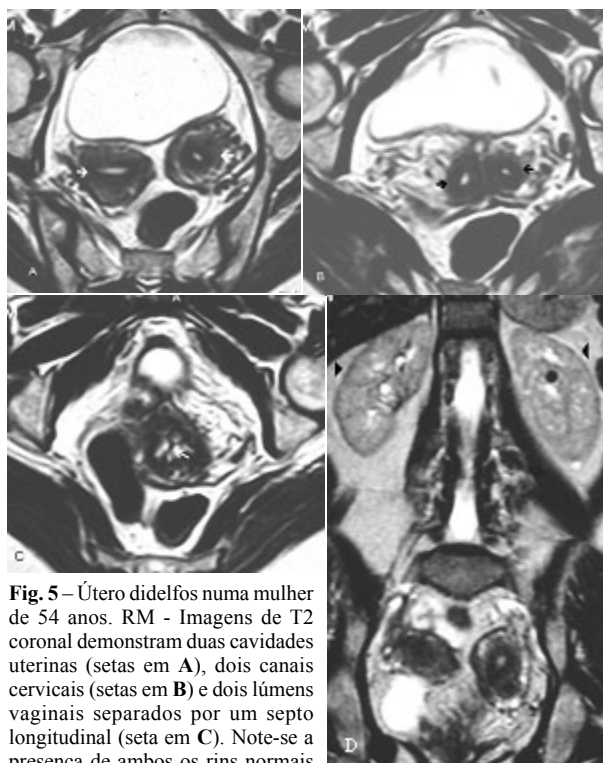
Útero didelfos numa mulher de 54 anos. RM - Imagens de T2 coronal demonstram duas cavidades uterinas (setas em A), dois canais cervicais (setas em B) e dois lúmens vaginais separados por um septo longitudinal (seta em C). Note-se a presença de ambos os rins normais em D.
